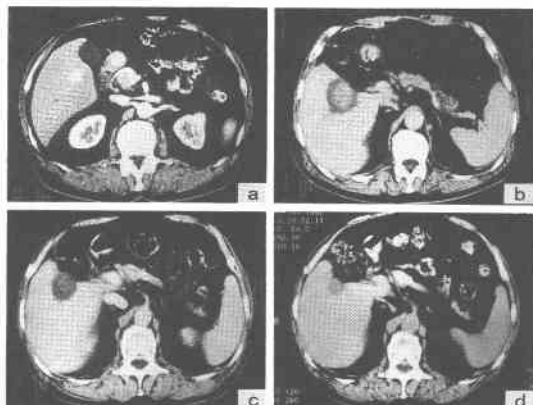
Chronological change in CT appearance
